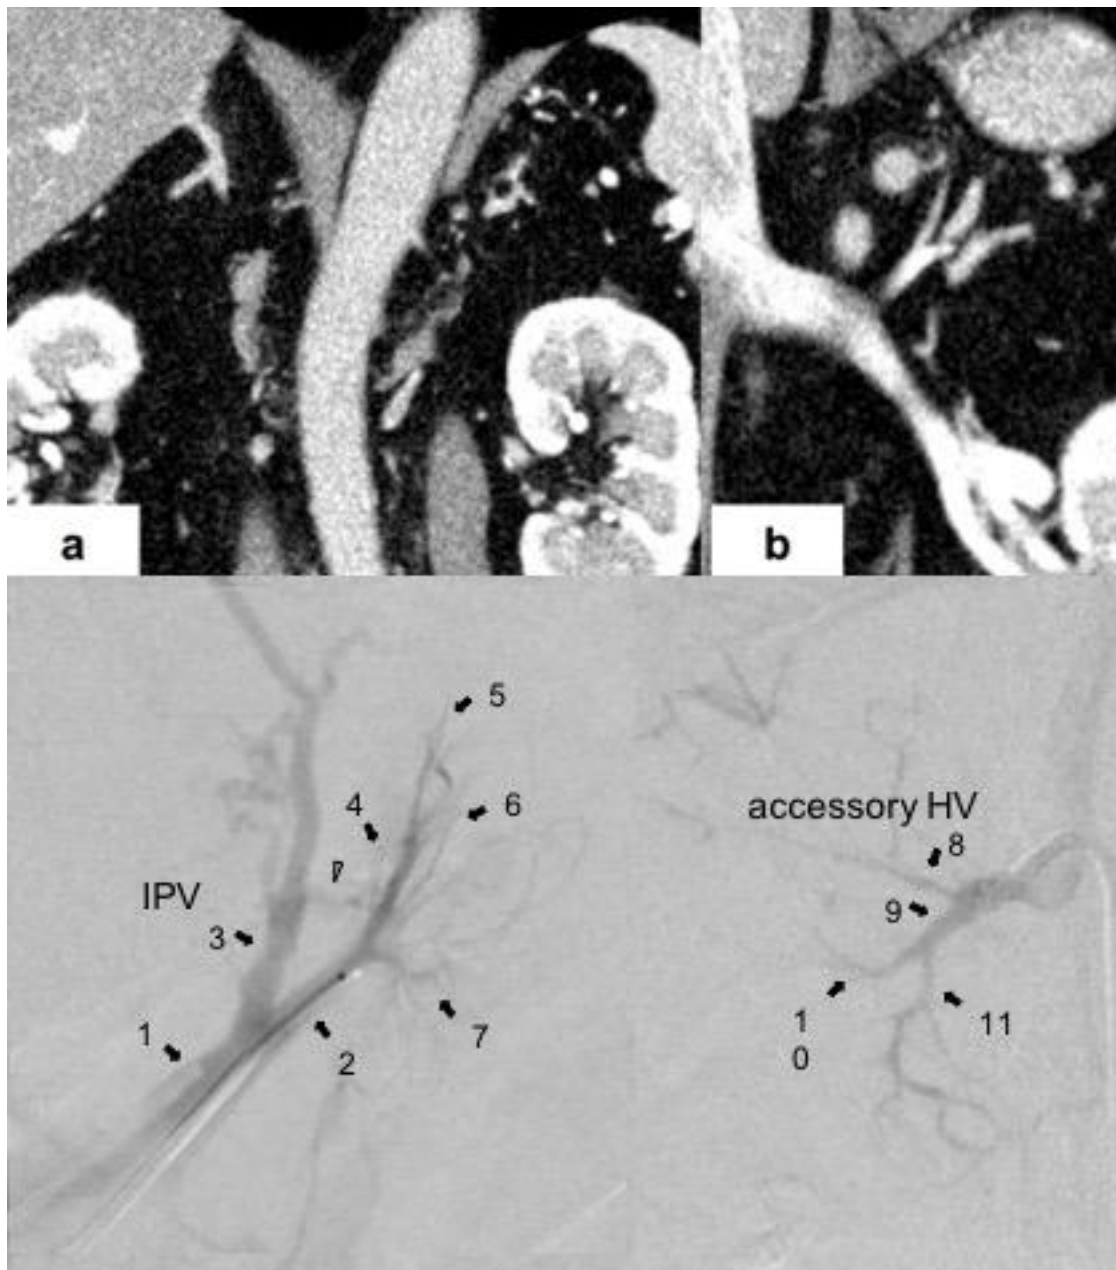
症例 8 の術前造影 CT と sAVS での左右副腎静脈採血部位 (25)
